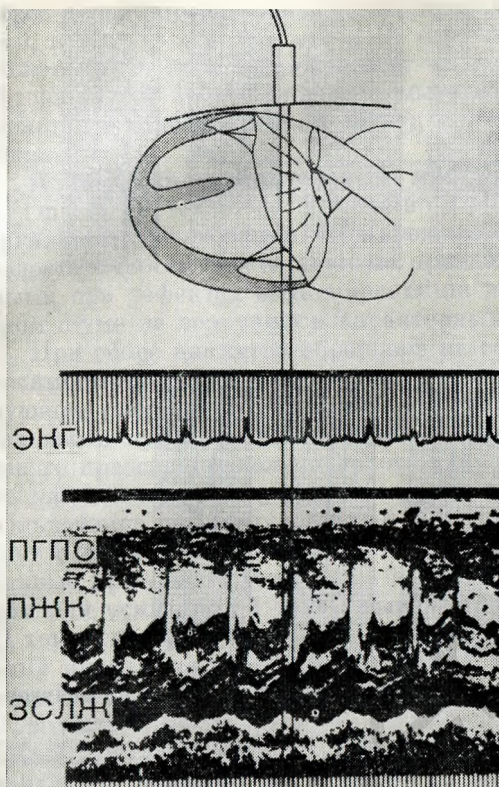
51. Эхокардиограмма ребенка с открытым предсердно-желудочковым каналом.
